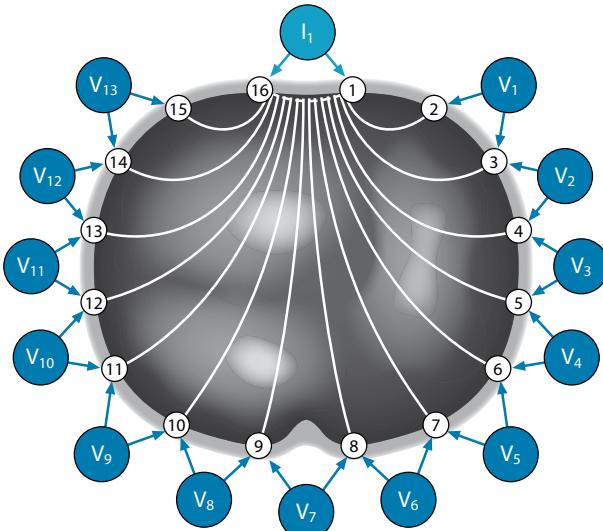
Methodik der elektrischen Impedanztomographie. Alternierend wird über ein Elektrodenpaar eine Spannung angelegt (V_j) und über ein anderes Elektrodenpaar (I_1) die resultierende Impedanz gemessen. Dann wird zirkulär im Uhrzeigersinn über dem nächsten Elektrodenpaar (V_j) die Spannung angelegt. Nach einer Umdrehung wird das Elektrodenpaar zur Impedanzmessung ebenfalls rotiert (von Elektrode 16 und 1 zu Elektrode 1 und 2). Daraus resultieren 13×15 Impedanzmessungen. (Adaptiert nach Fa. Dräger Medical, Lübeck)
